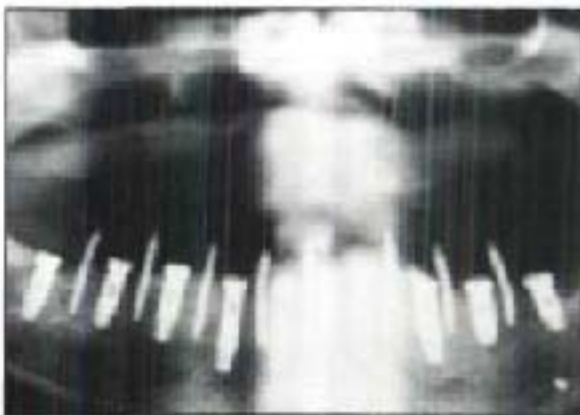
radiographie panoramique prise avant la 2ème étape chirurgicale, d'après Froum, 1998
